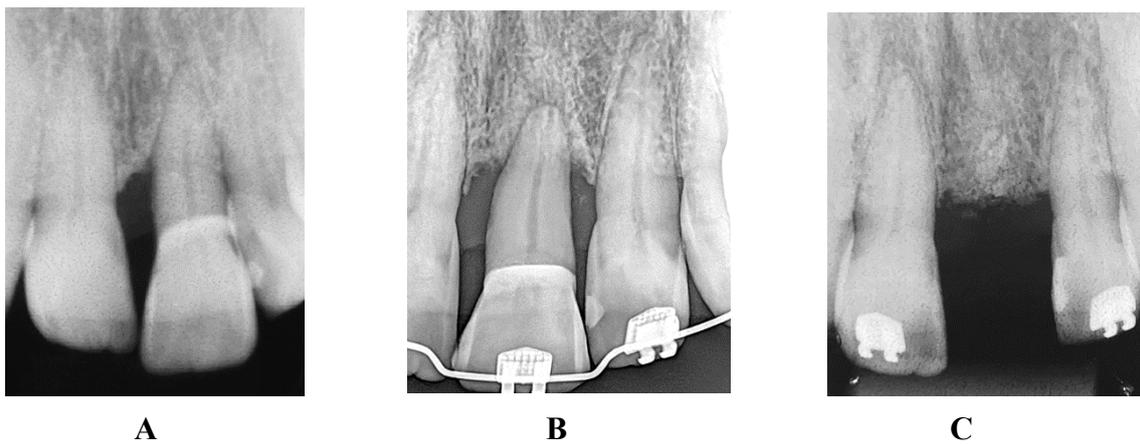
Imagens radiográfica do incisivo central superior esquerdo: A) Radiografia periapical inicial evidenciando a presença de periodontite severa. B) Fase adiantada da extrusão lenta ortodôntica com arco de aço inoxidável .018" associado a dobra de segunda ordem, nota-se a neoformação de tecido óssea no local da raiz extruída. C) Extração pela técnica da extrusão lenta ortodôntica com rearranjo do tecido de suporte.
